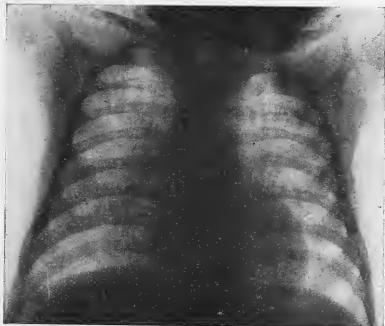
Radiographie du 3 janvier 1931.
